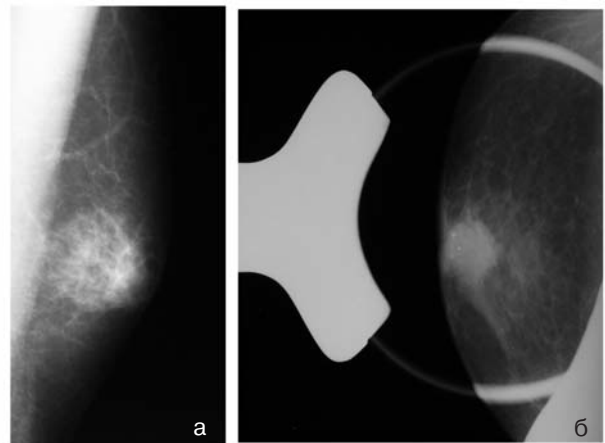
Рентгенограммы рака грудной железы у мужчины, пациент Р., 1954 г.р. (а — косая проекция, б — прицельный снимок, в — прямая проекция).
